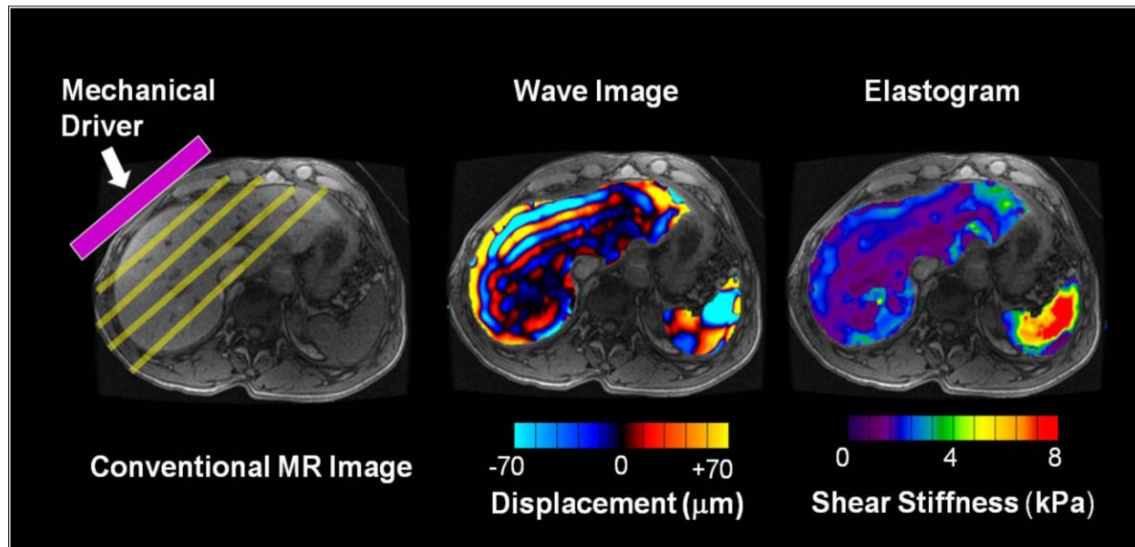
Resumen de los tres pasos fundamentales de la elastografía por RM. Se coloca el dispositivo mecánico sobre la superficie del cuerpo que genera ondas de propagación (imagen de la izquierda). La imagen del centro muestra el patrón de desplazamiento de la onda en los tejidos. Imagen resultante llamada elastograma que representa la rigidez del tejido (derecha).
